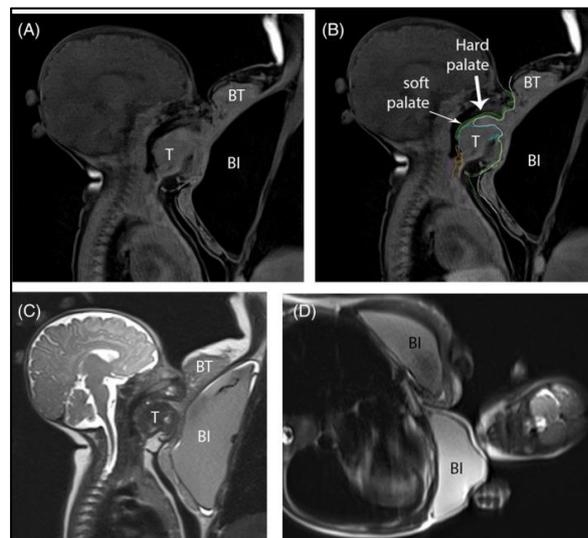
Resonancia magnética de bebé enganchado al pecho materno
